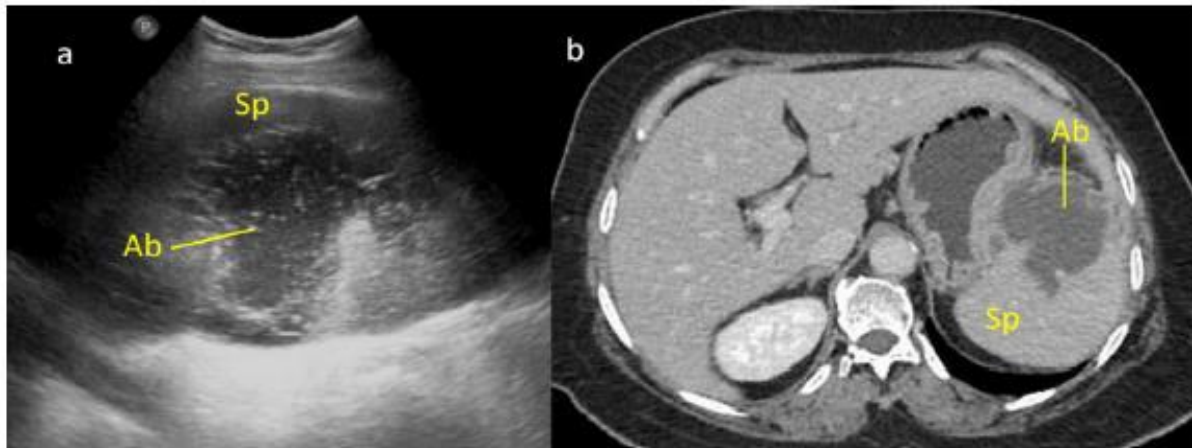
a) USG image shows an irregular hypoechoic lesion with low level echoes (Ab) within the splenic parenchyma (Sp). b) CECT shows an irregular hypoattenuating lesion (Ab) involving anterior pole of spleen (Sp).
